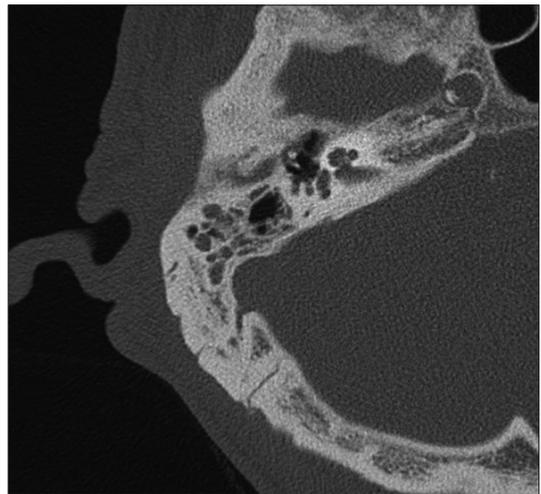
Temporal bone CT scan taken 1 month after antifungal treatment. Attic and middle ear space and peritubal area are clean. But, small amount of soft tissue density is noted in mastoid antrum.
